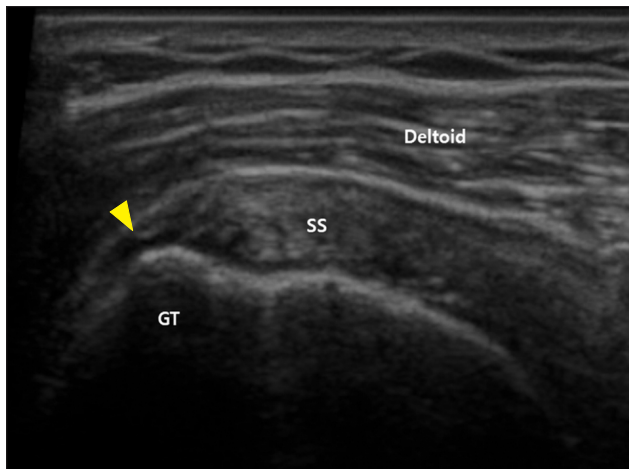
Ultrasonography finding of supraspinatus tear. The yellow arrowhead indicates supraspinatus tear. GT, greater tuberosity; SS, supraspinatus.
